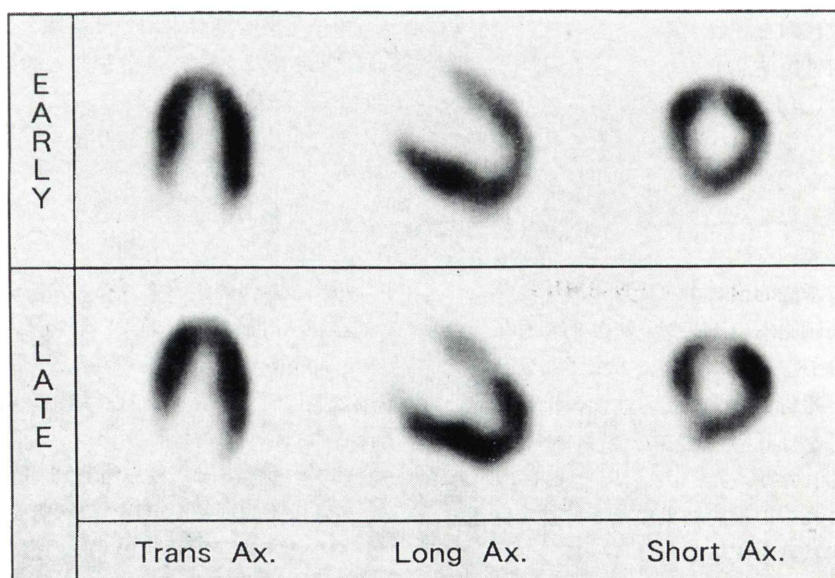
SPECT images at 50 min (Early Image) and 4 hrs (Late Image) after injection of ^{123}I -BMIPP in a normal subject.
